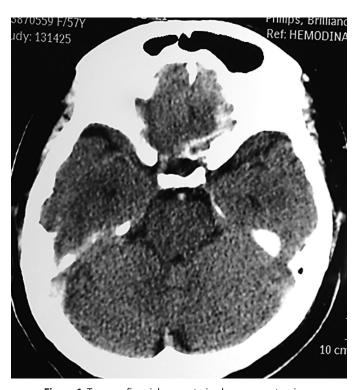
Tomografia axial computarizada que muestra signo de arteria basilar hiperdensa (Caso 1).
